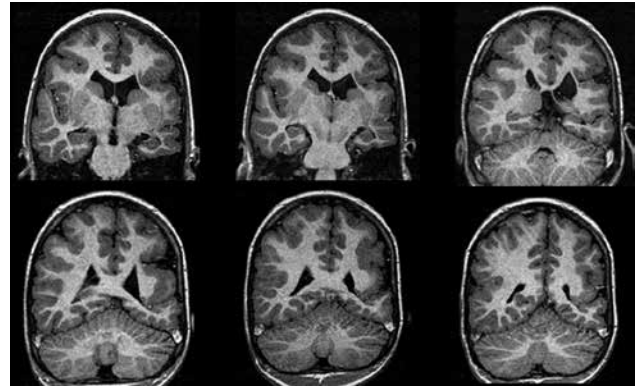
RM com corte coronal e sequências ponderadas em T1 demonstrando polimicrogiria, caracterizada por microgiros com sulcos rasos na topografia da fissura silviana direita e heterotopia nodular periventricular (seta).
